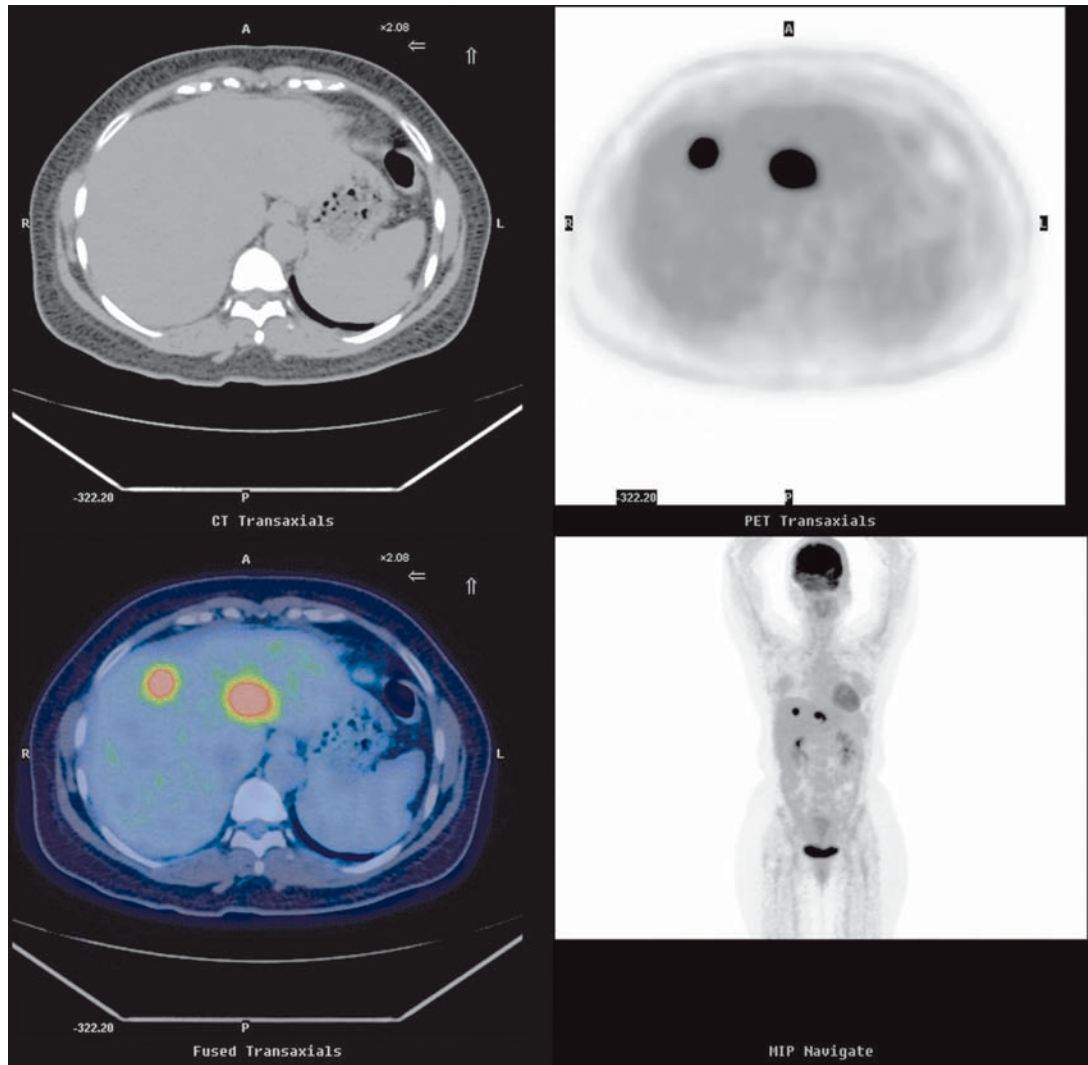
Rendering F-18 FDG PET/CT display. The transaxial views of CT images (upper left) and corresponding PET images (upper right) fused to the PET/CT images (lower left) are displayed. In addition, the maximum intensity projection view (lower right) is demonstrated.
